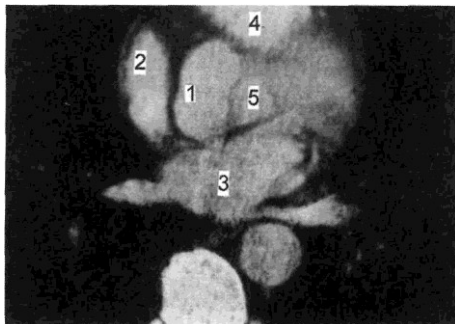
Томограмма на уровне луковицы аорты.
